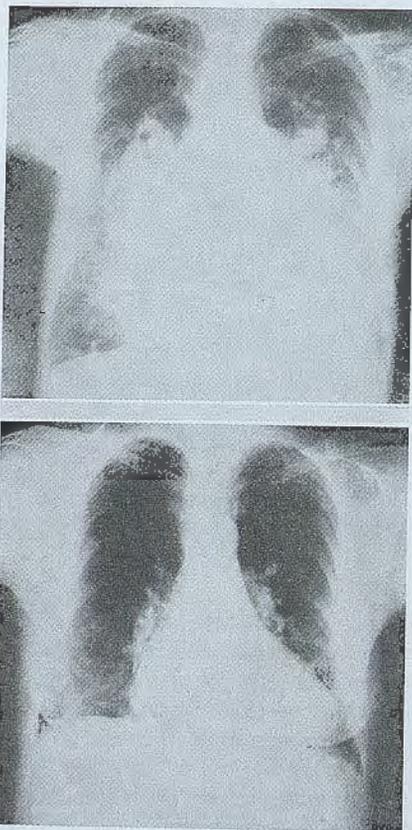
(a y b): — Radiografías pre y postoperatorias de una paciente con comunicación interauricular tipo fosa oval con hipertensión arterial pulmonar severa.
